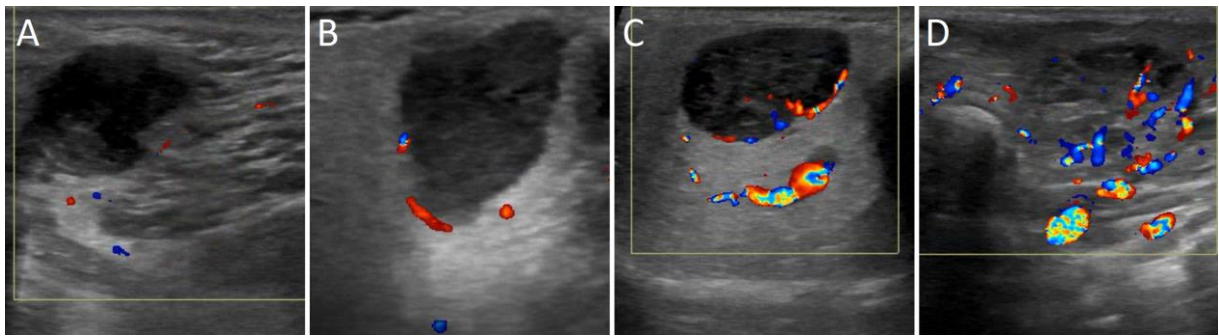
Farbdopplersonographische Darstellungen von Tumoren mit verschiedenen Vaskularisationseigenschaften: keine Vaskularisation in der Farbdoppler-Sonographie nachweisbar (A), Kapselvaskularisation (B), periphere Vaskularisation des Tumors (C), diffus periphere und zentrale Vaskularisation des Tumors (D)
